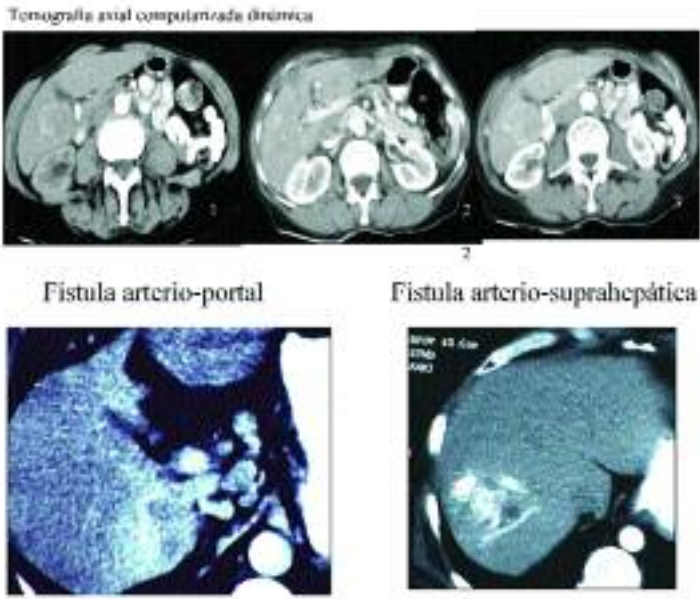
a. Tomografía axial computarizada dinámica, con fases arterial, parenquimatosa y venosa. El hepatocarcinoma se contrasta tempranamente en la fase arterial, se atenúa en la fase portal y presenta un halo periférico en fases tardías.
